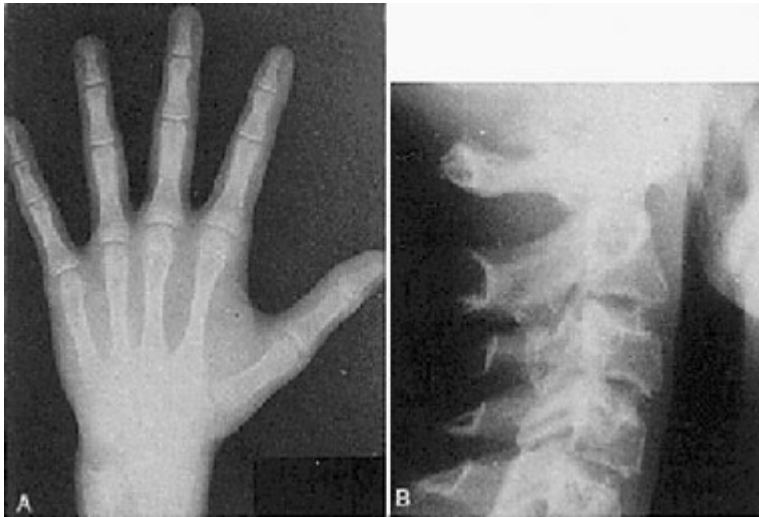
A. Typische Handröntgenaufnahme. B. Typisches Aussehen von Halswirbeln auf FRS Aufnahmen [21]
